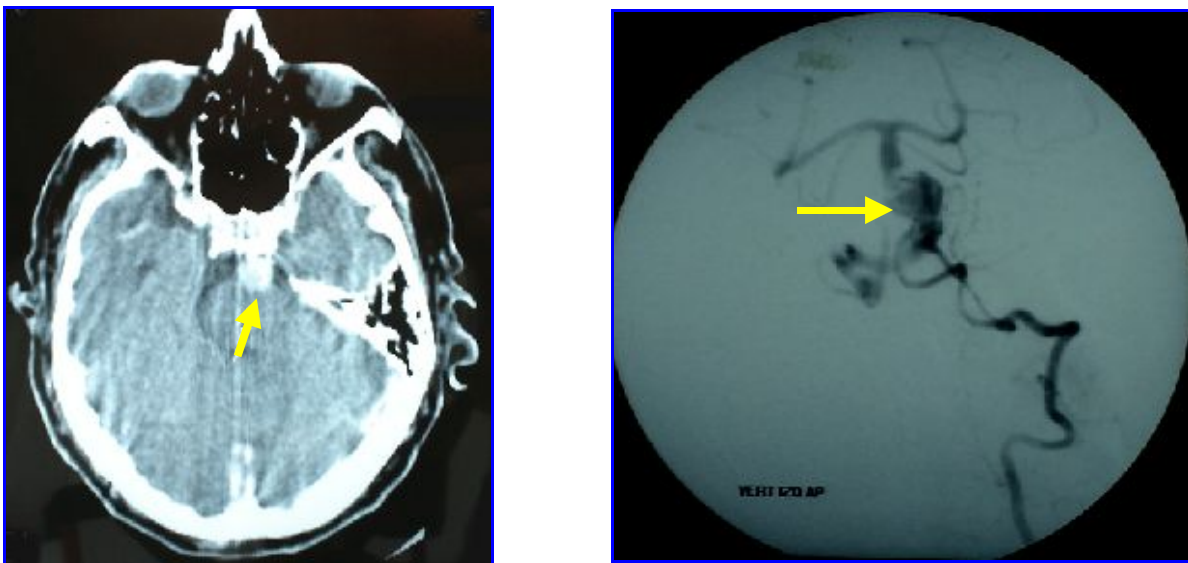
Paciente que presenta parálisis completa de la mirada lateral en el ojo izquierdo y de la desviación conjugada a izquierda en el ojo derecho (síndrome del 1 y 1/2), parálisis facial izquierda, hemiparesia braquial izquierda, trastorno deglutorio y disartria. En la TAC con contraste se observa una dilatación aneurismática del tronco basilar. En la arteriografía del territorio posterior se observa la dilatación aneurismática de la arteria basilar con trombos en su interior.
